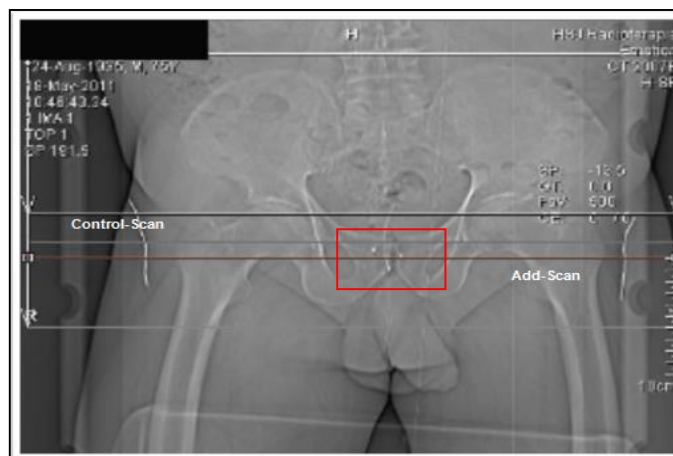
Imagem de TC de um doente de próstata com marcadores fiduciais de ouro.
